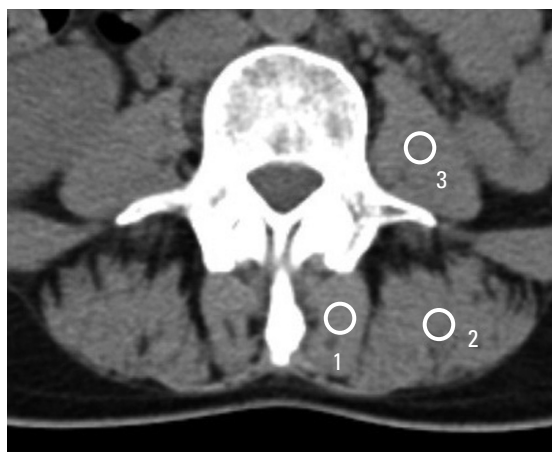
Axial computed tomography scans show the measurement method of the multifidus (1), erector spinae (2), and psoas (3) muscles.
